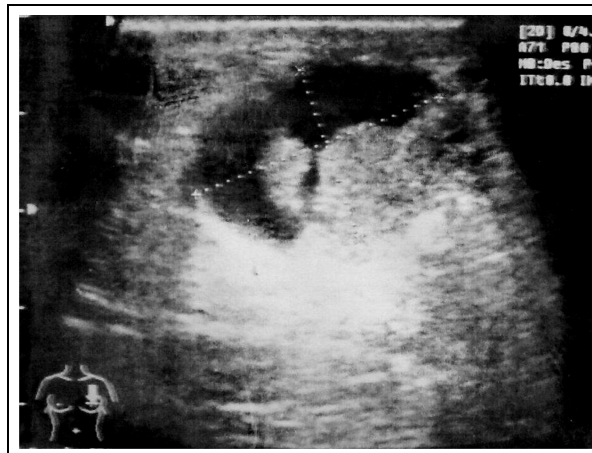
Ecografía de mama izquierda.
